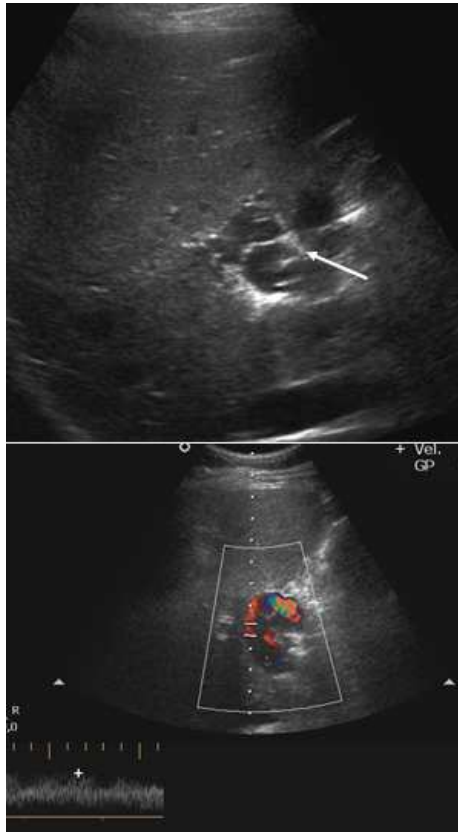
CAVERNOMATOSIS PORTAL. Paciente con antecedentes de trombosis portal. En eco-Doppler se observan múltiples colaterales venosas en hilio hepático (flecha).
